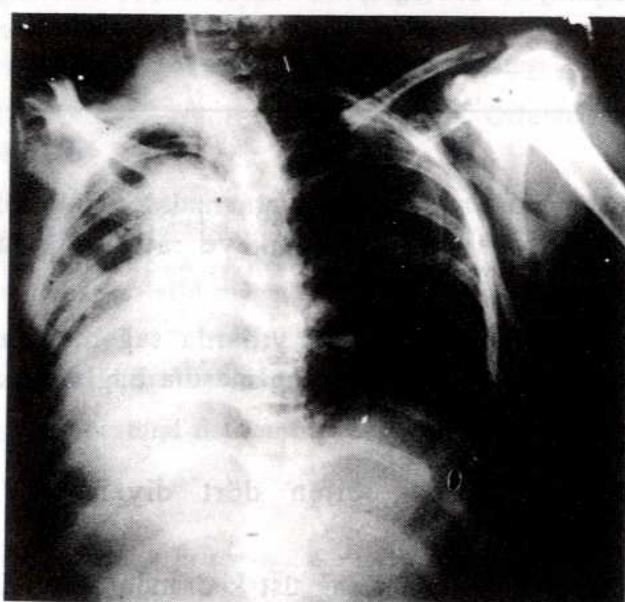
Olgu I PA Akciğer grafisi.
